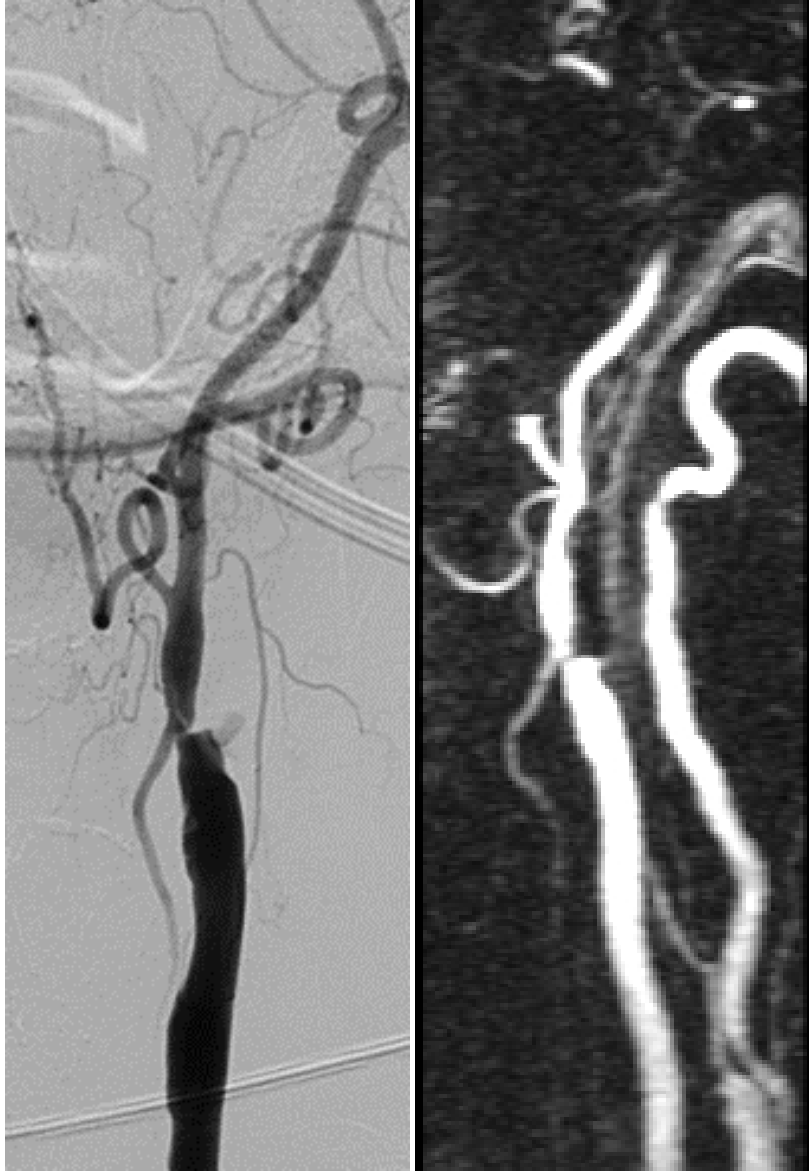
a-b) Lateral planada DSA ve 3B TRICKS MRA görüntülerde her iki tetkikte de NASCET yöntemine göre %0 olarak değerlendirildi. c-d) Aksiyel planda Doppler US'de çap ve alan olarak darlık ölçümü %0-29 aralığındaydı (%12).
